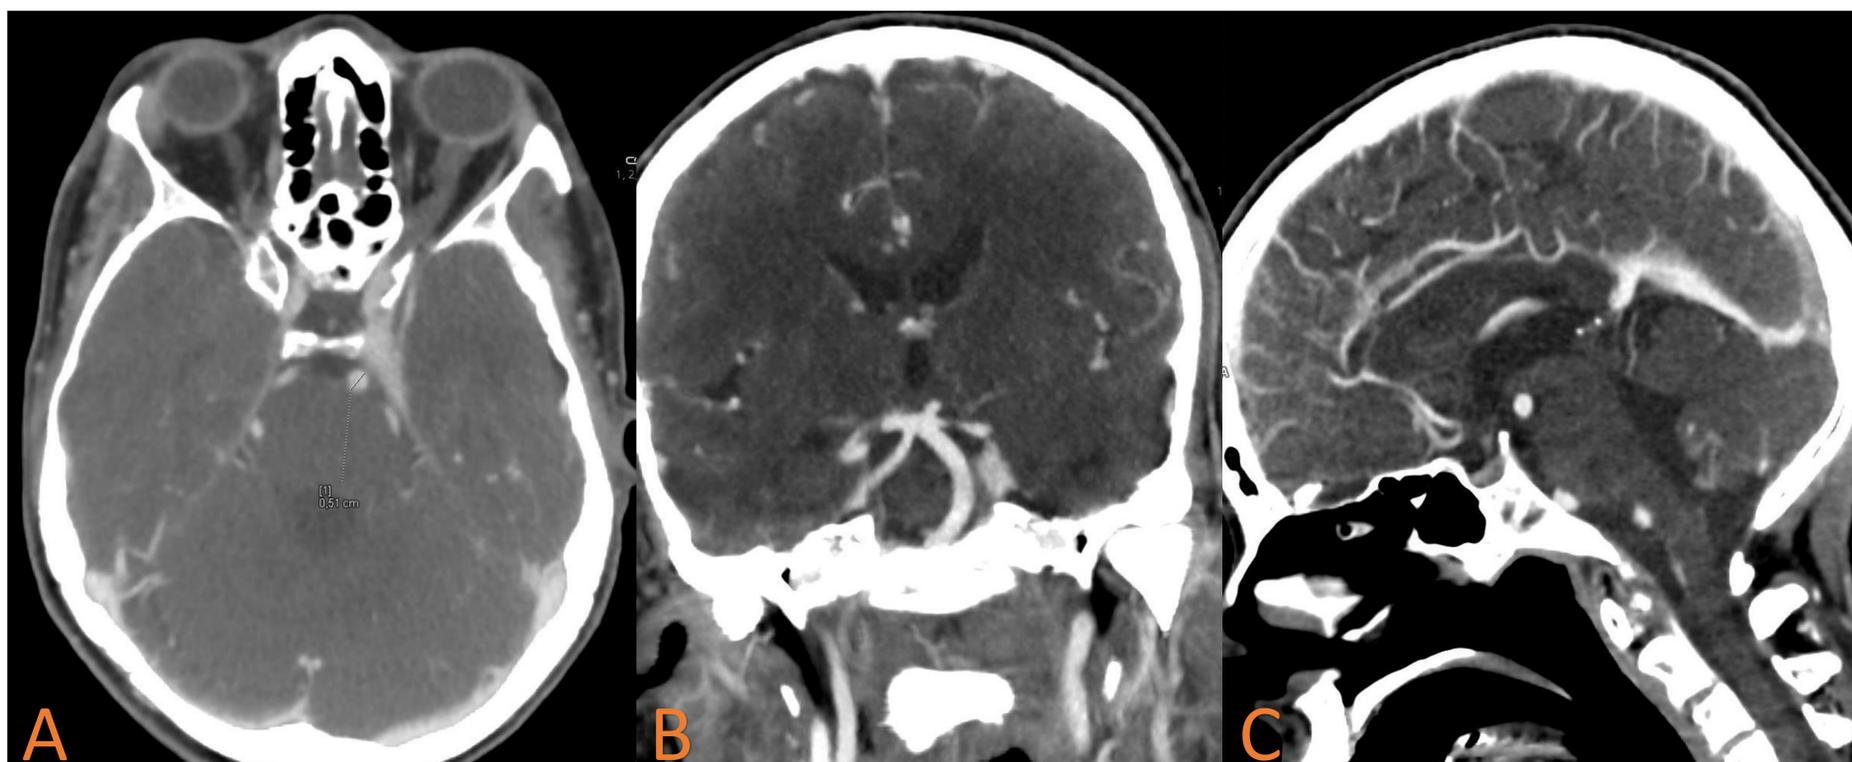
Angiografía por TC en corte axial (A) y reconstrucciones coronal (B) y sagital (C) con proyección de máxima intensidad (MIP). A-C. La arteria basilar tiene un diámetro de 0,51 cm, se encuentra levemente lateralizada hacia la izquierda y la bifurcación se produce en la cisterna supraselar.
